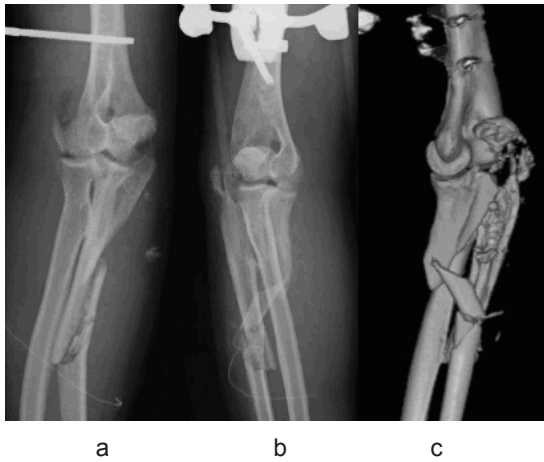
a,b,c: 受傷当日創外固定後の X 線および CT
